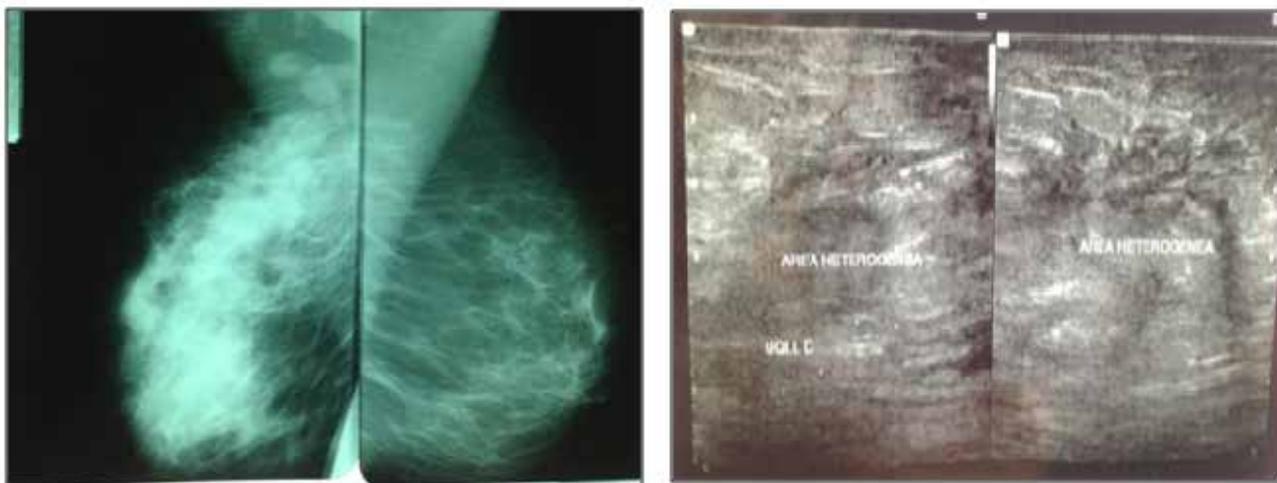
Mamografia demonstrando aumento da densidade do parênquima mamário e linfonodos de dimensões aumentadas (A). Ultrassonografia mamária demonstrando área heterogênea, de limites imprecisos, sem coleções evidentes (B)
